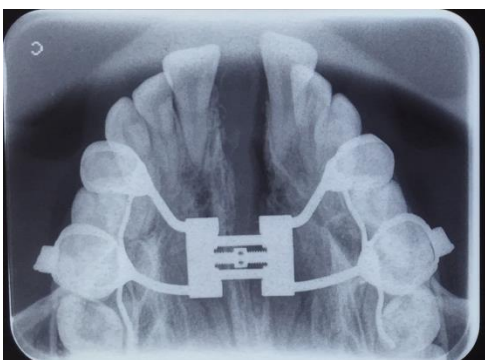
Radiografia oclusal.
